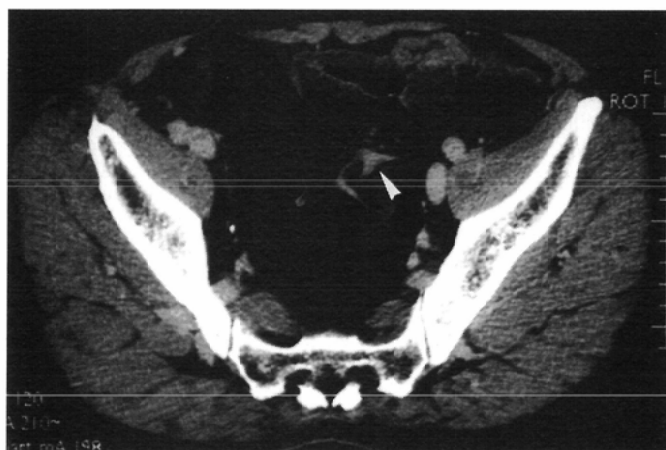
Appendiceal mucinous adenocarcinoma in a 31-year-old man. Contrast CT shows a lobulated mass with cystic portions in the right lower quadrant (A). The T2-weighted MR image shows high intensity in the cystic portions and intermediate intensity in the solid portions (B). There was no sign of obstruction of the gastrointestinal tract. Contrast enhanced CT of the upper portion shows lymphadenopathy of low attenuation along the ileocolic vessel (arrowhead in C). Tiny calcifications are also seen in the lymphadenopathy (arrows). These findings suggest mucinous adenocarcinoma originating from the ileocecal region, especially the appendix.
